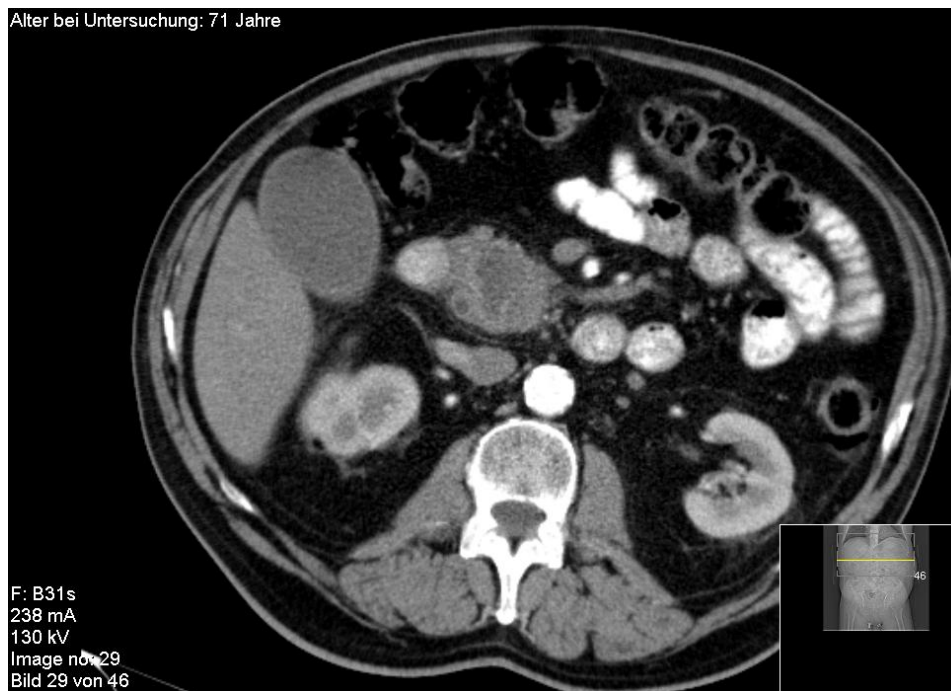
Computertomographie: Pankreaskopfkarzinom
